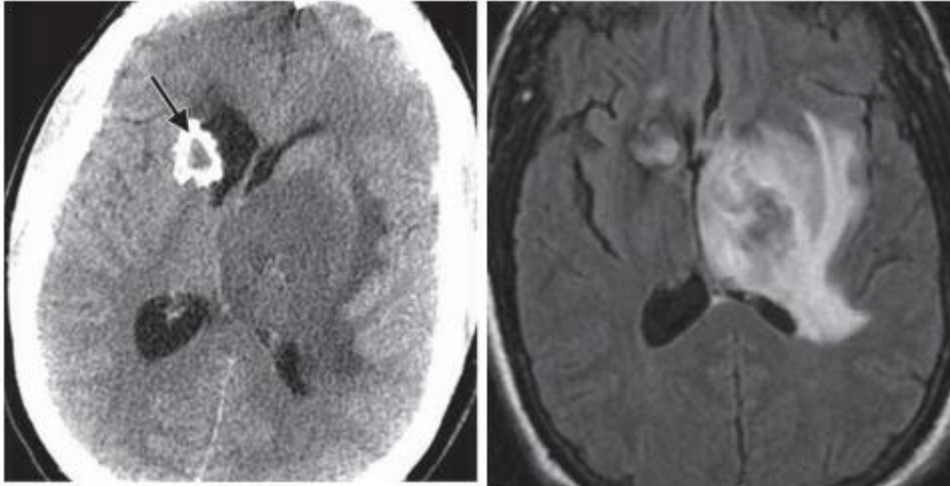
Toxoplasmose aiguë chez un homme de 37 ans ayant des antécédents de toxoplasmose qui a interrompu son traitement prophylactique, à droite ;TDM cérébrale en coupe axiale objectivant une lésion du noyau caudé droit isodense avec une calcification périphérique épaisse et irrégulière qui attire et dilate la corne frontale du VL séquellaire d'une toxoplasmose antérieure , il s'y associe une lésion iso dense des noyaux gris centraux , thalamus gauches entourée d'un œdème péri-lésionnel évocatrice d'un nouveau foyer toxoplasmique .à gauche ; il s'agit d'une IRM cérébrale en séquence pondérée FLAIR montrant une lésion en iso signal entourée d'un œdème péri-lésionnel des noyaux gris centraux ,thalamus gauche avec un hypo signal hétérogène du noyau caudé droit qui correspond à la calcification retrouvée dans le scanner au niveau noyau caudée droite [12].
